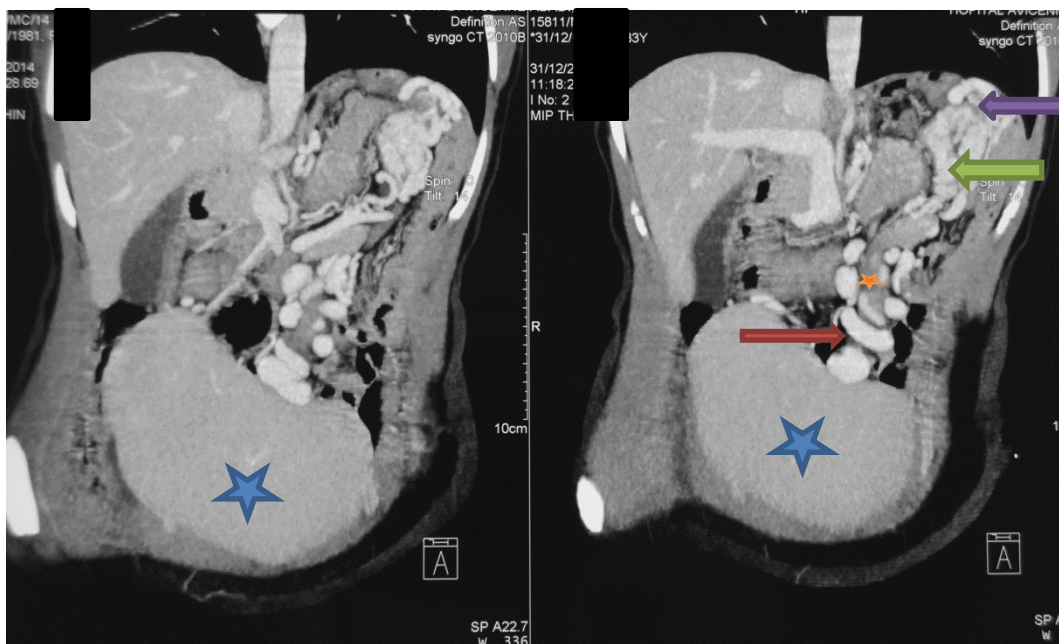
TDM abdomino-pelviennne avec injection du produit de contraste, au temps portal avec reconstruction coronale : ★ rate ectopique pelviennne ; → volvulus du pédicule splénique en plusieurs tours de spires ; ★ thrombose de la veine splénique ; → varices transgastriques et → péri-gastriques
